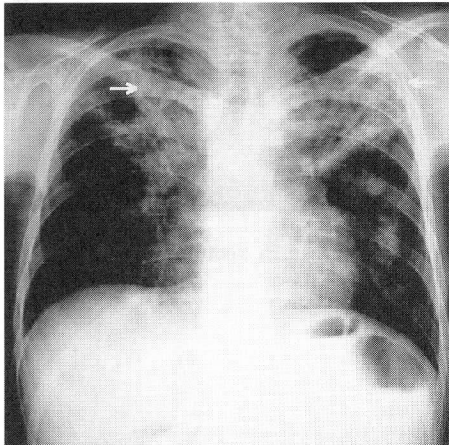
Chest roentgenogram on admission showing a cavitary lesion with infiltration in the bilateral lung fields.
